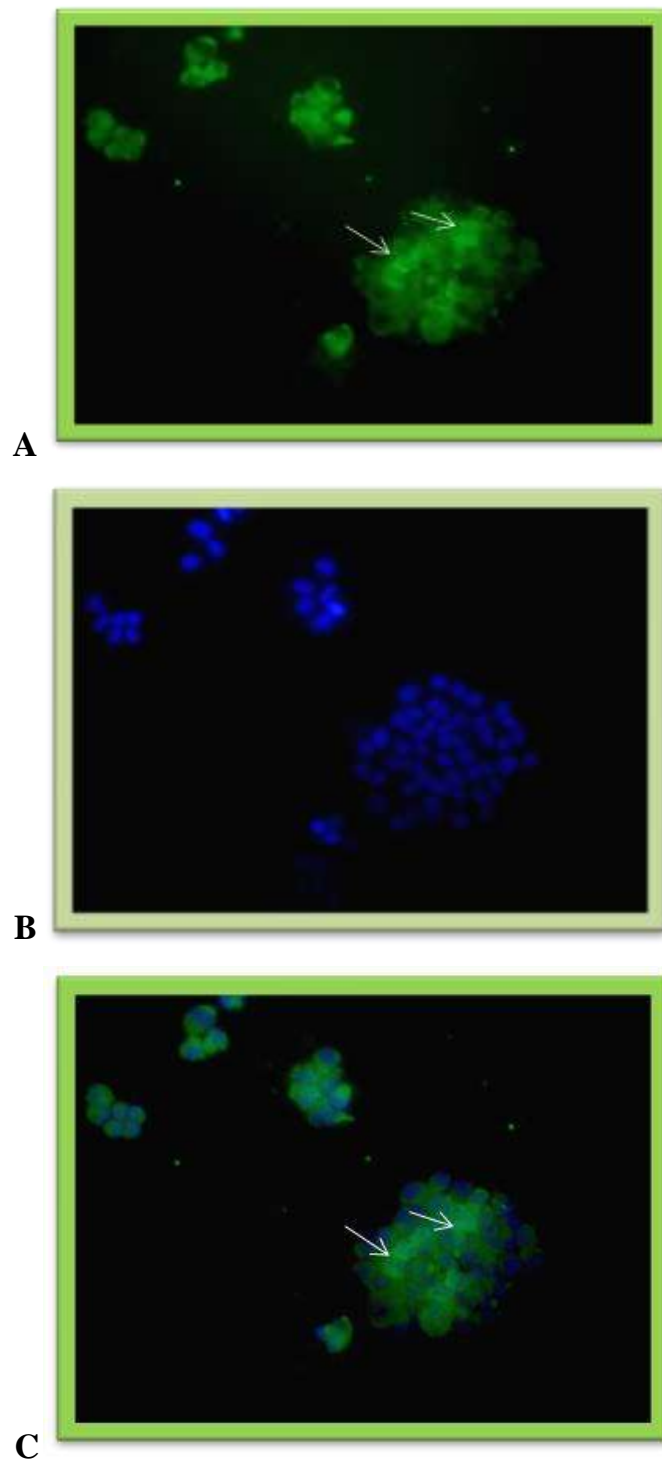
Esempio di studi di immunofluorescenza sulla linea cellulare α -TC1clone 6 esposta a glucosio 16.7 mmol/l. Il pannello A indica la presenza del recettore per GLP-1, il pannello B (DAPI) evidenzia il nucleo cellulare e il pannello C la sovrapposizione delle due sonde.
